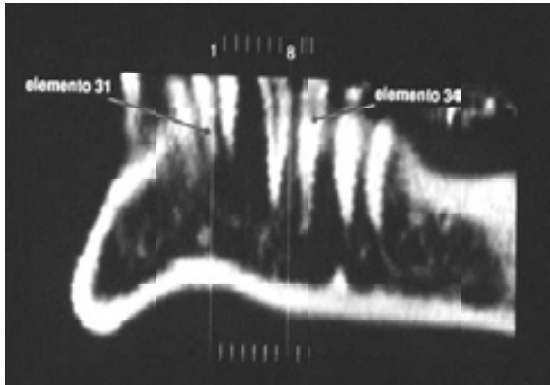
En un corte sagital de la tomografía computarizada de la se observa una pérdida de continuidad de la lamina dura, desplazamiento de los órganos dentarios involucrados.<sup>26</sup>
